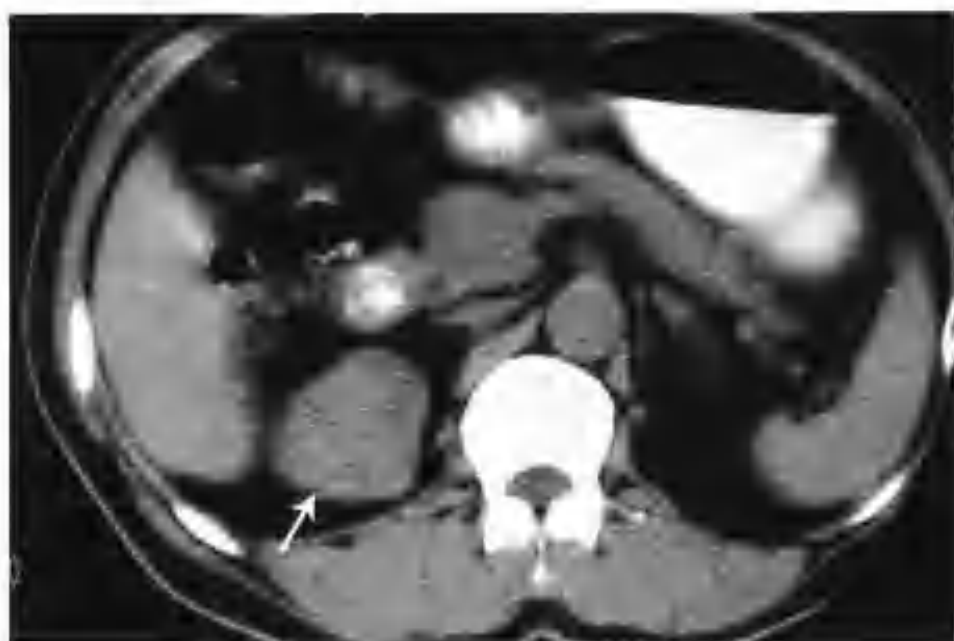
右肾乳头状肾细胞癌 (CT 示右肾上极有一个 $4\text{cm} \times 5\text{cm} \times 6\text{cm}$ 的肿块, 平扫呈不均匀中等密度, CT 值 $39 \sim 46\text{HU}$ (箭头))
